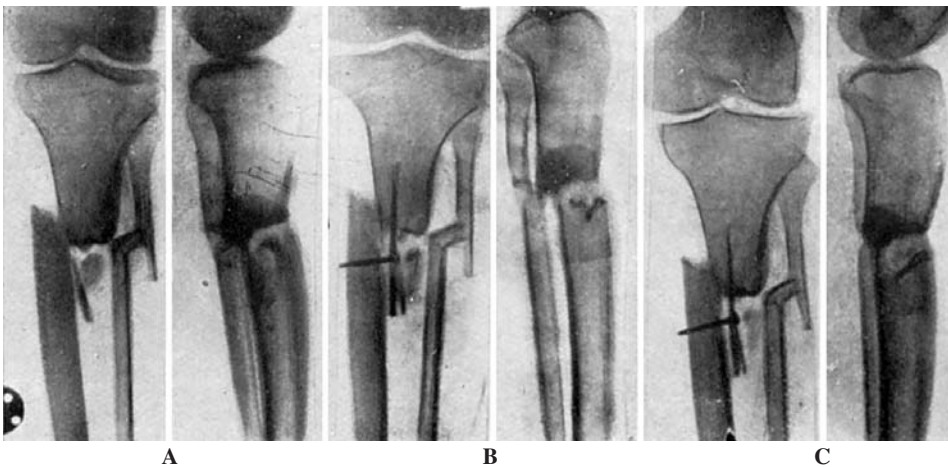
A: Pseudoartrosis de tibia en un hombre de 74 años de edad. Radiografía preoperatoria. B: Radiografía postoperatoria después de la colocación de un injerto del Banco. C: Resultado a los 6 meses. Fusión del injerto a la tibia y fusión ósea a nivel de la pseudoartrosis.
